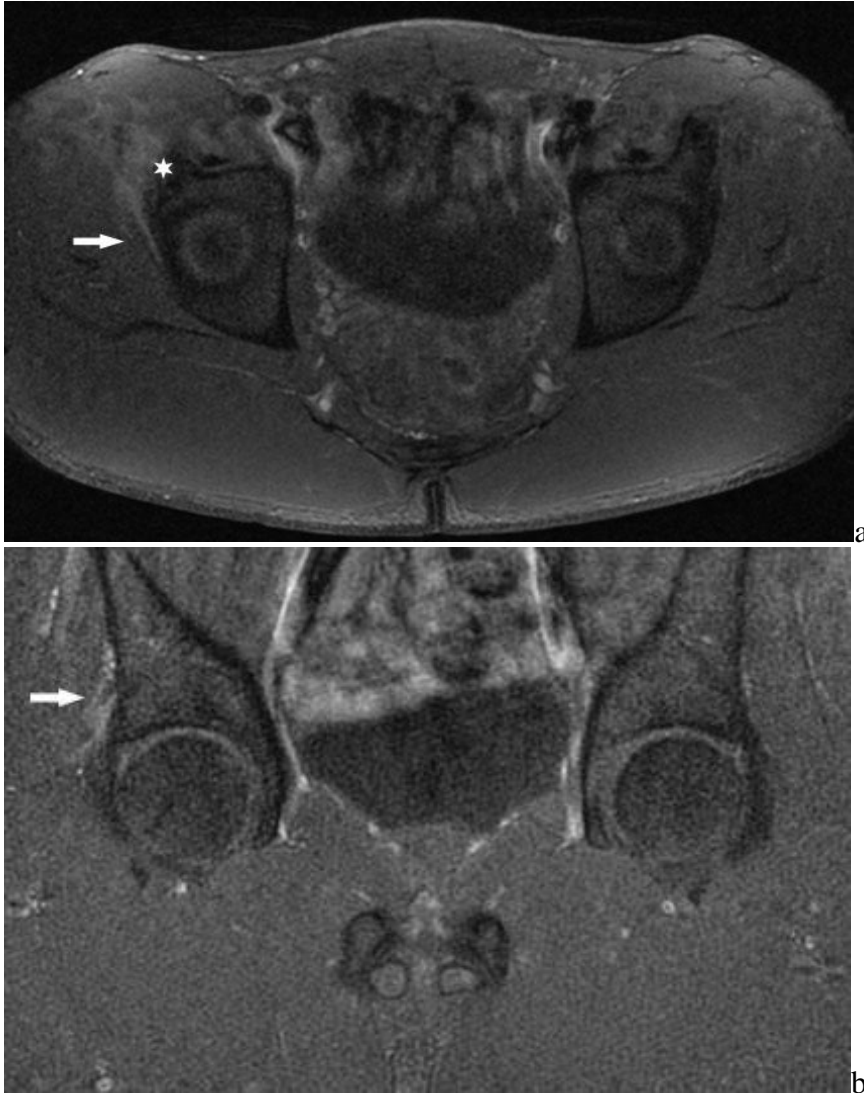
IRM du bassin, coupes axiale (a) et coronale (b) T2 Fat Sat (FS).
